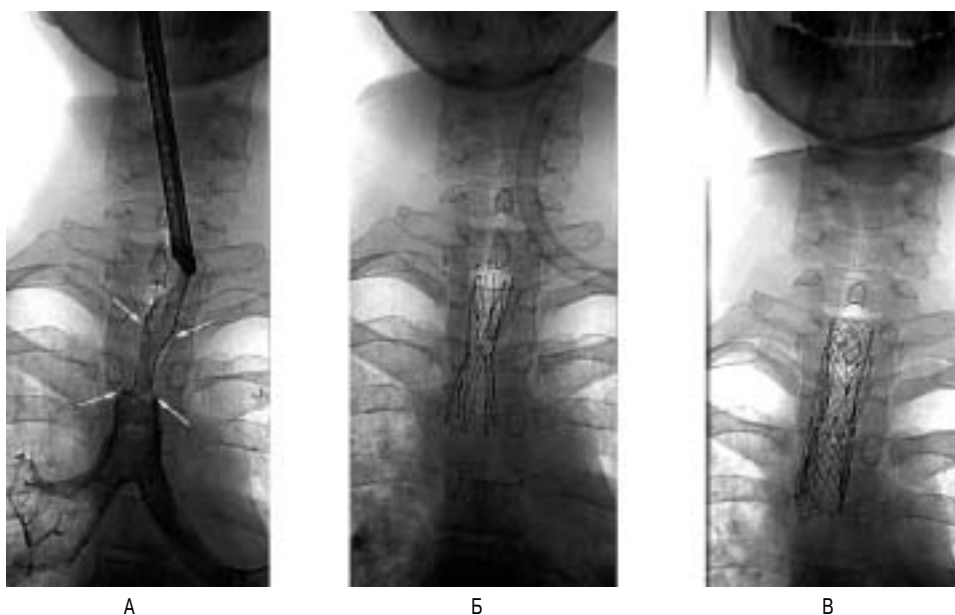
Больная И. Аденоматозный рак трахеи. Состояние после резекции трахеи и 6-месячного стентирования пластмассовым стентом зоны резекции. Отсутствие жесткого каркаса трахеи после удаления стента. Асфиксия. А – трахеобронхограмма: стеноз трахеи (стрелки). Б – рентгенограмма: в просвет трахеи имплантирован открытый «COOK Gianturco-Rosch». Через 2 мес. после стентирования выраженные грануляции закрыли просвет трахеи через сетку протеза. В – имплантация отечественного нитинолового закрытого стента по типу «стент в стент» при рестенозе трахеи после стентирования «COOK Gianturco-Rosch».
